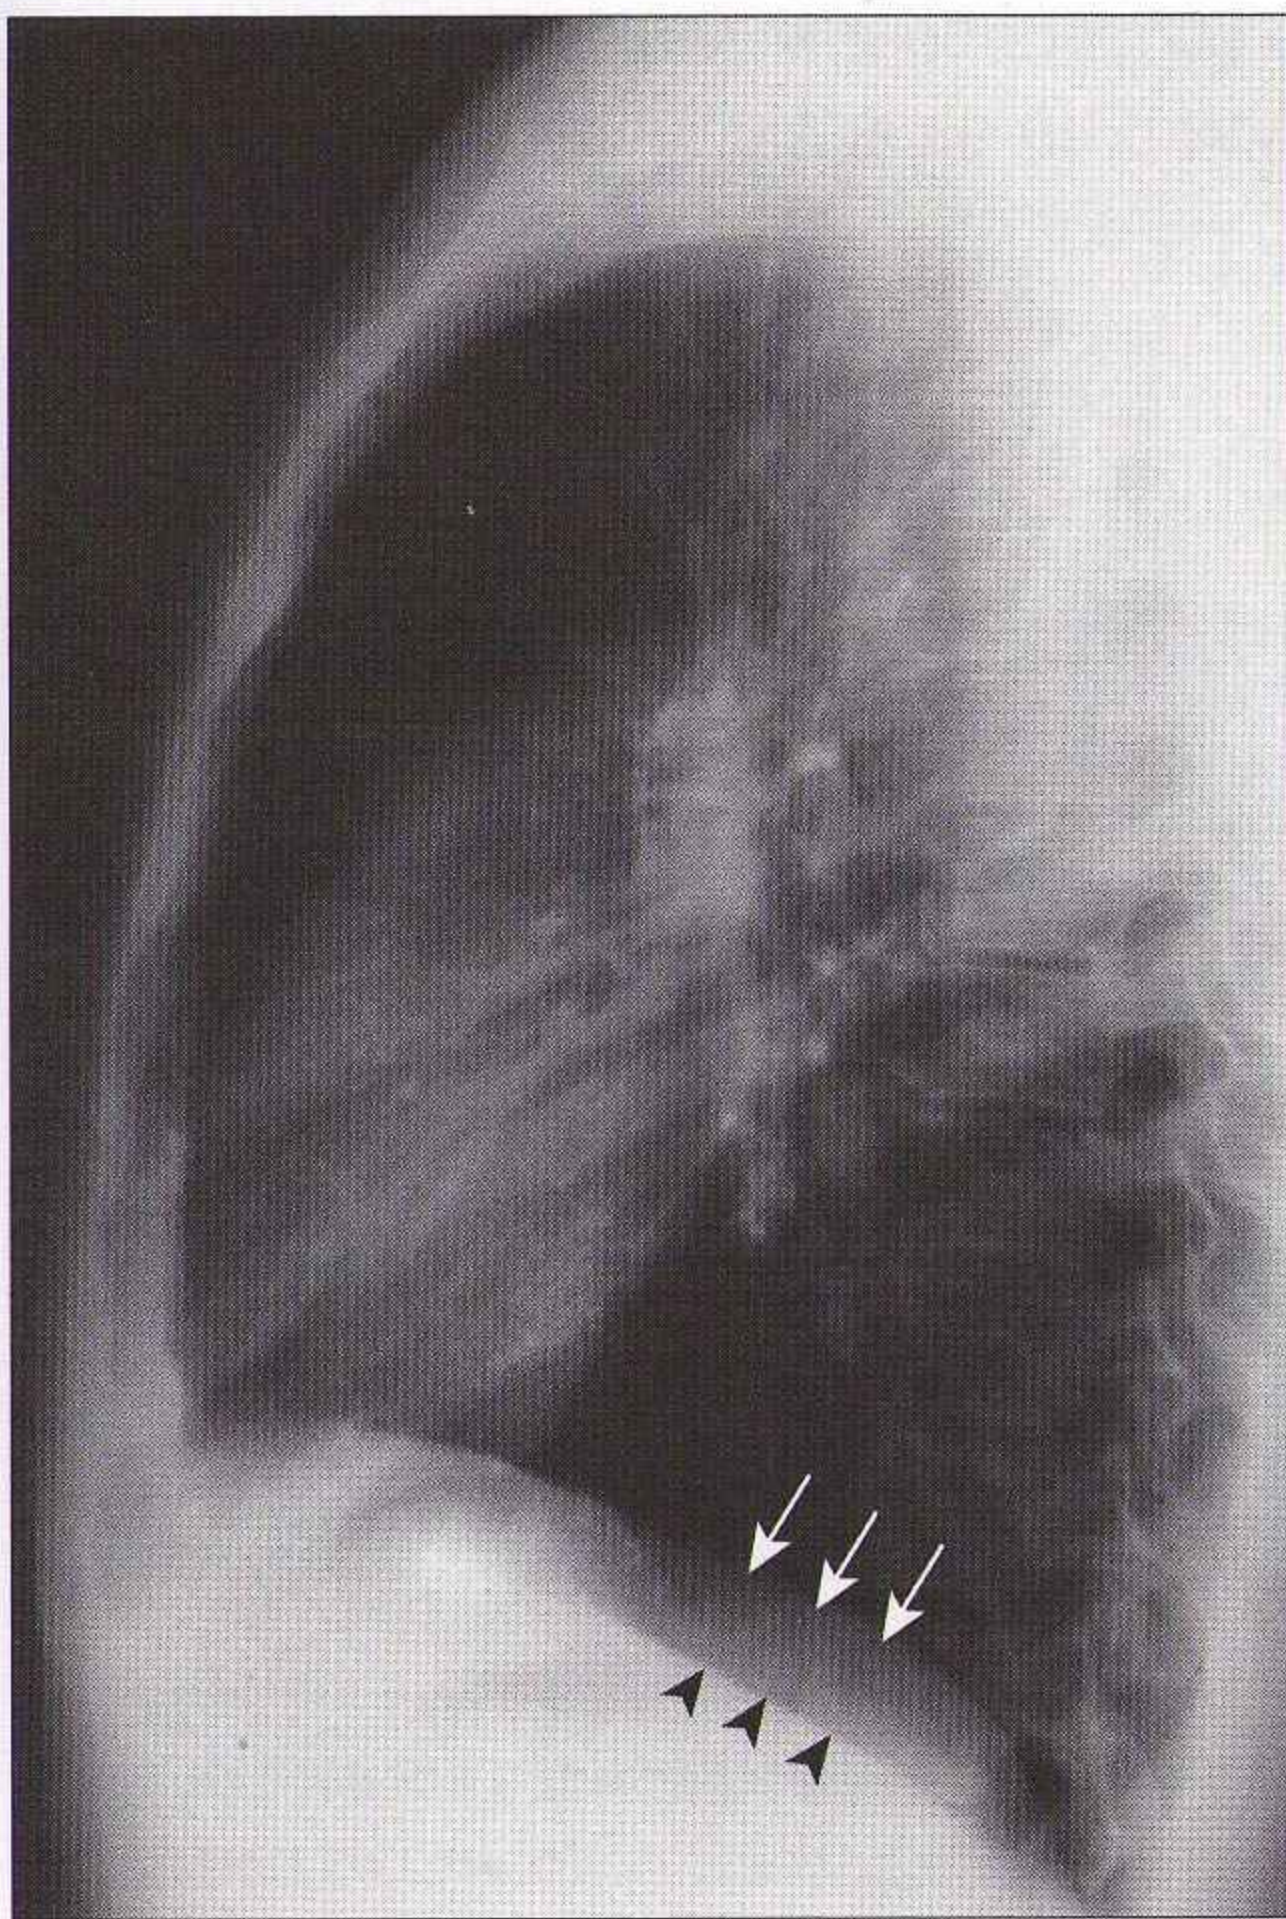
Radiographie du thorax de profil normale : les deux coupes diaphragmatiques sont visibles (flèches, coupole droite ; têtes de flèche, coupole gauche) et les corps vertébraux du rachis thoracique inférieur apparaissent plus sombres que les corps vertébraux du rachis thoracique moyen et supérieur.
